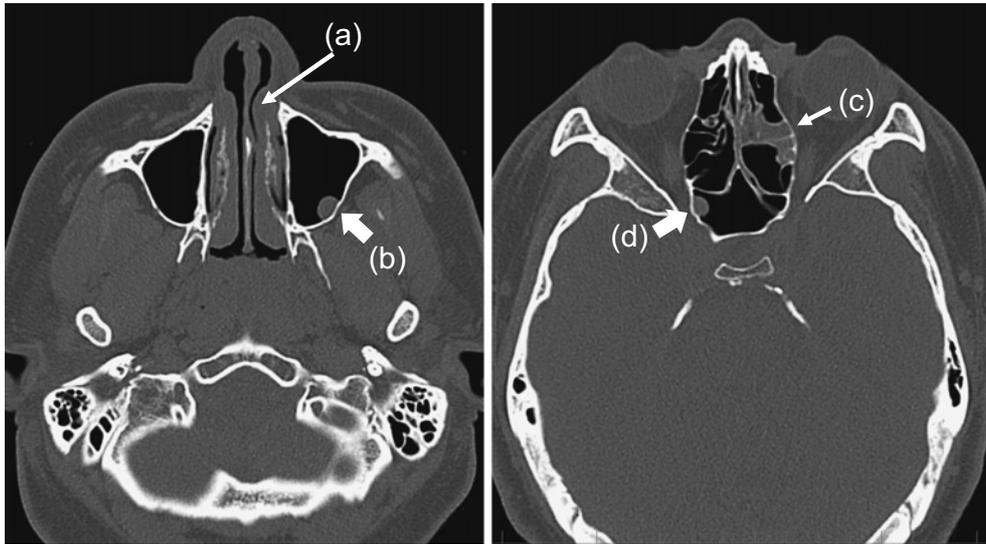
The findings of sinus CT on 3/13. a: Left hypertrophic rhinitis, b: localized thickened mucosa in the lumen of the maxillary sinus, c: left ethmoid sinusitis, d: right sphenoid sinusitis.
